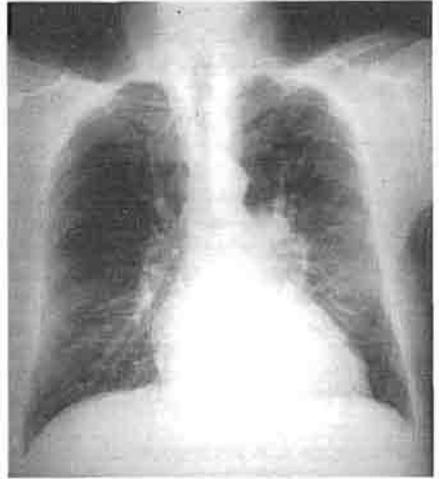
Radiografía de tórax de un varón adulto con comunicación interauricular tipo *ostium primum*. Crecimiento de cavidades derechas y aumento de la circulación pulmonar, más evidente que en el caso anterior.
